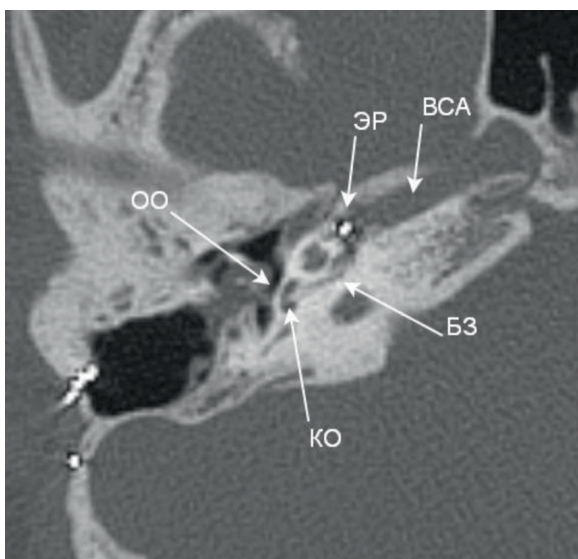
КТ височных костей, аксиальная проекция
